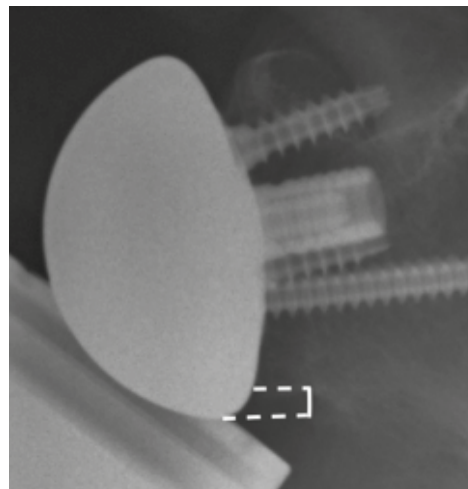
Método de medição do “*overhang*” da glenosfera. Cálculo da distância do bordo inferior do rebordo glenoideu ao bordo inferior da glenosfera numa radiografia antero-posterior.
